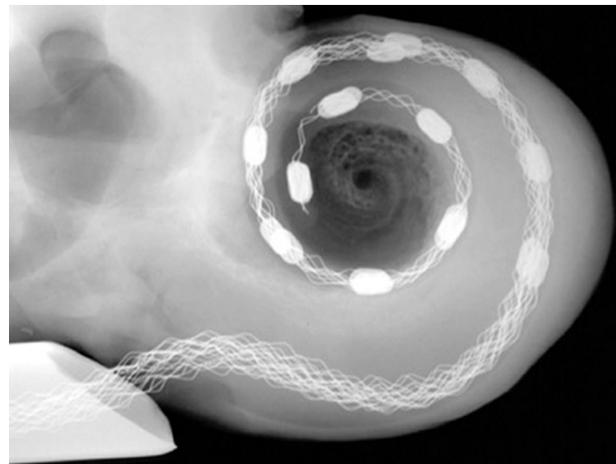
8 Hoch aufgelöste Röntgenaufnahme eines Elektrodenrasters mit 12 Elektroden in der Hörschnecke (rechts).
